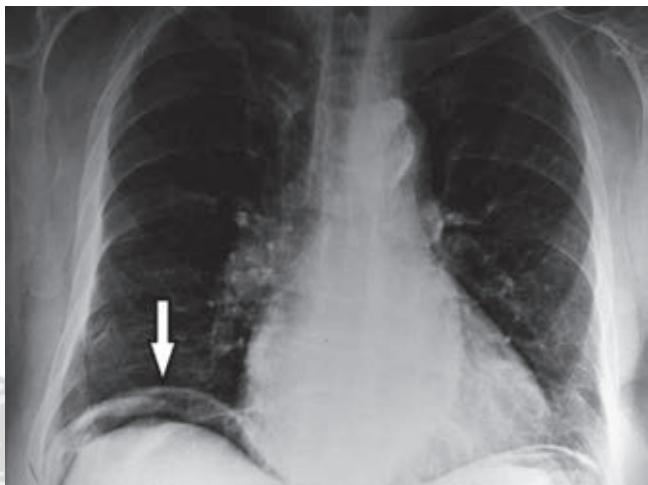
Telerradiografía de tórax con evidencia de aire libre subdiafragmático.
